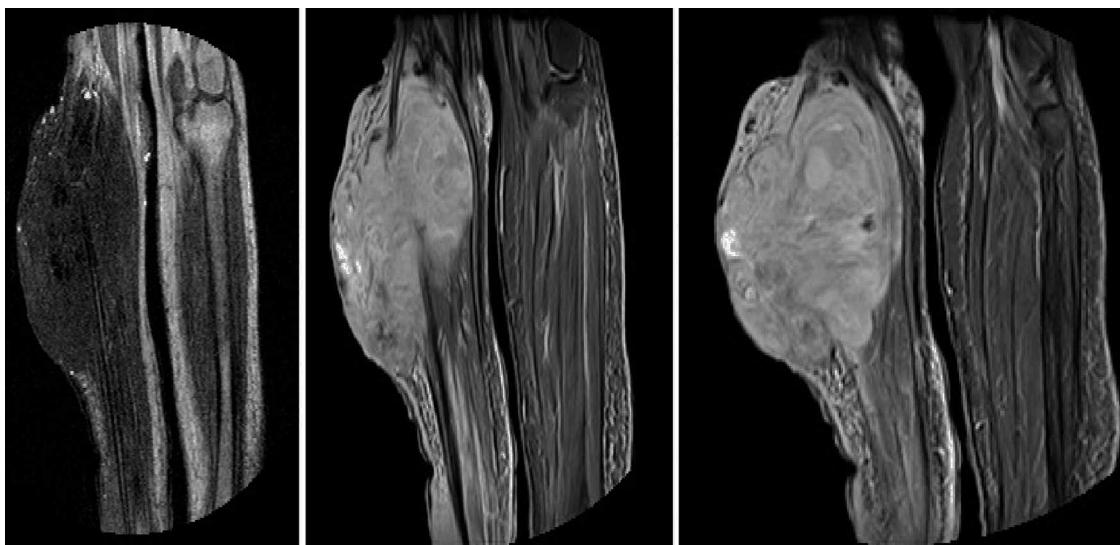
RMN de ambas piernas, donde se visualizó tumoración en cara anterolateral de la pierna derecha con afectación cutánea, del tejido celular subcutáneo y de los 3 compartimentos musculares de la pierna en profundidad.
